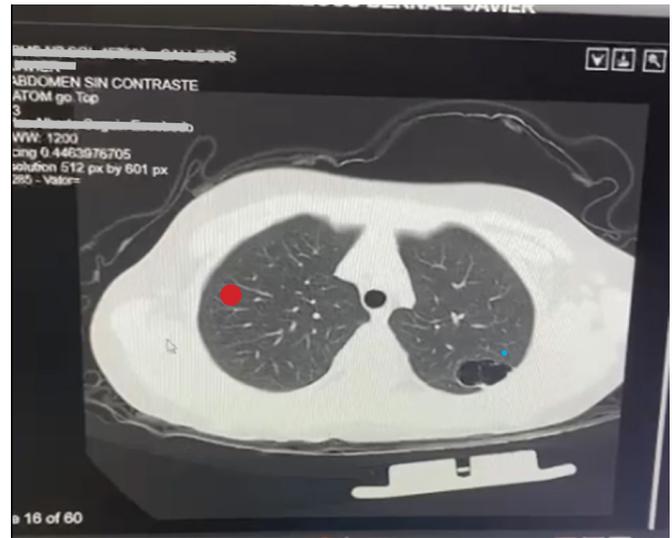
Tomografía pulmonar con infiltrado reticulonodular (rojo) y quiste de pared delgada (celeste)
